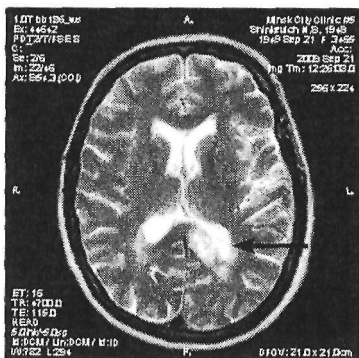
МРТ головного мозга при лимбическом энцефалите: выявляется очаг пониженной плотности в области колена мозолистого тела
